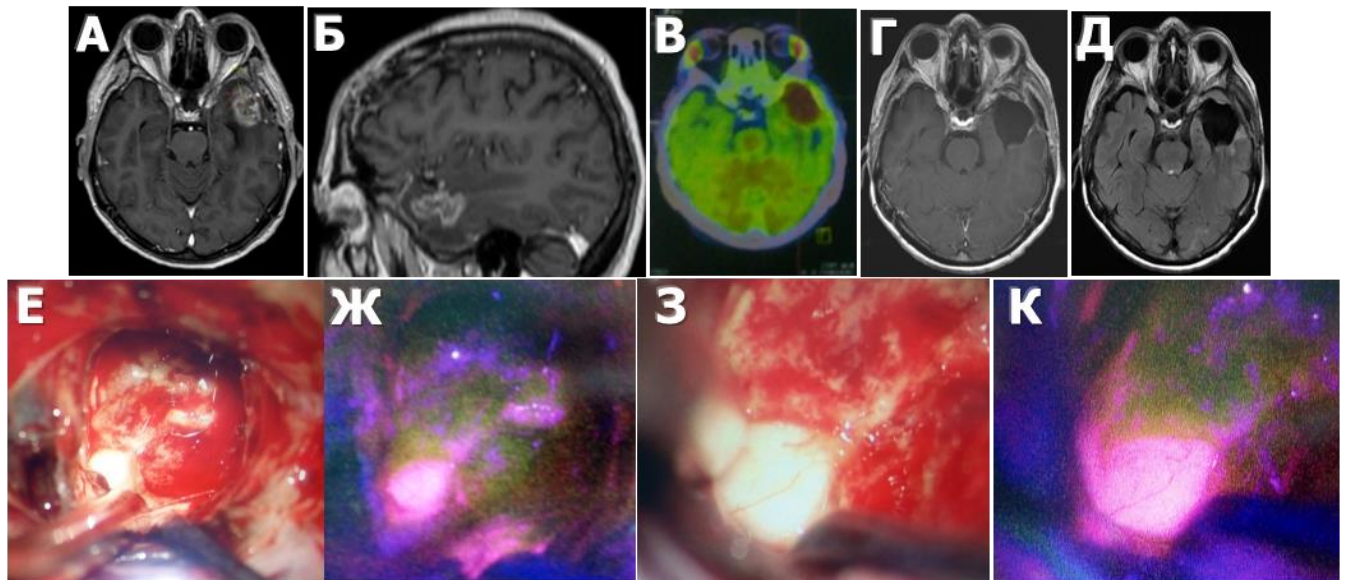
Ж., 63 лет, клиническое наблюдение 37. Неспецифическое свечение эпендимы бокового желудочка после удаления глиобластомы в полюсе левой височной доли с продолженным ростом. А: МРТ в T1 режиме с контрастированием до операции, аксиальный срез, Б: МРТ в T1 режиме с контрастированием до операции, сагиттальный срез; В: ПЭТ КТ головного мозга с метионином, регистрируется индекс накопления 3,1. Г: МРТ после операции в T1 режиме аксиальный срез с контрастом, Д: МРТ после операции, аксиальный срез в T2 FLAIR режиме. Последовательно представлены интраоперационные фотографии в белом и синем свете во время резекции Е: визуализируется интактная в белом свете и флуоресцирующая в режиме BLUE 400 (Ж) эпендима височного рога гомолатерального бокового желудочка. З – эпендима бокового желудочка (нижний рог), под увеличением микроскопа в белом свете, К - эпендима бокового желудочка (нижний рог), под увеличением микроскопа во флуоресцентном режиме, отчетливое яркое свечение. Дополнительная биопсия не бралась.
